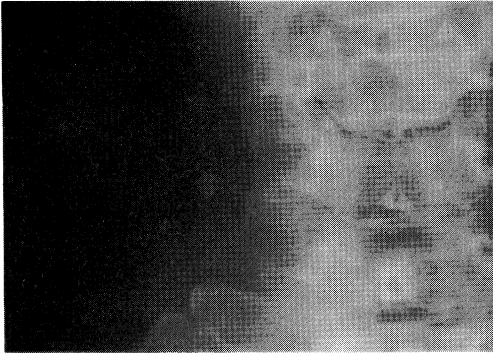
Neck X-ray revealed psammoma body like calcification in the right cervical lymphnodes.
